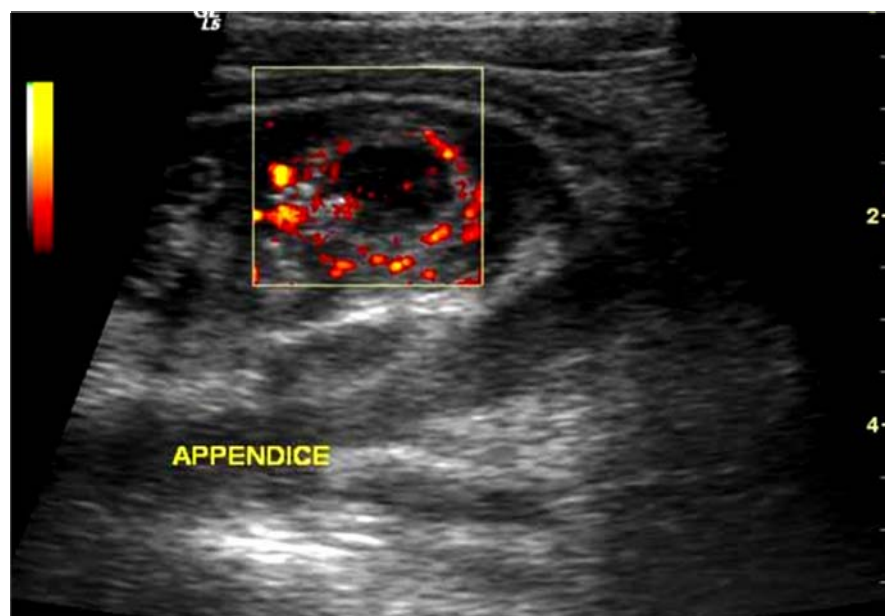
Image échographique Doppler centrée sur l'appendice visualisant l'hyperhémie pariétale.
